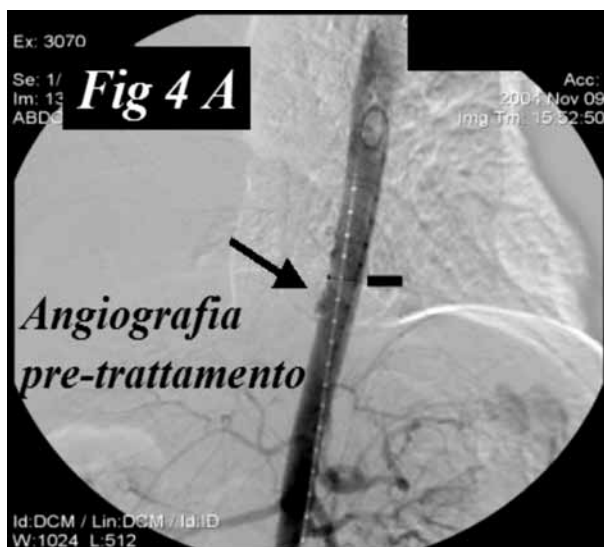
M.F., 36 anni, maschio, incidente stradale. Trauma cranico, toraco-addominale e fratture arto inferiore. GCS 9, non IOT. Drenaggio percutaneo bilaterale ematopneumotorace, splenectomia 'd'urgenza', TEV di lacerazione aortica, torcotomia destra per drenaggio emotorace e sutura di arteria diaframmatica beante, stabilizzazione frattura ossea. Aortografia intraoperatoria: (A) evidente lacerazione intimale dell'aorta toracica distale, (B) posizionamento di endoprotesi toracica (Cook 28x18 mm) con accesso femorale sinistro, (C) TC controllo endoprotesi a sei mesi.
